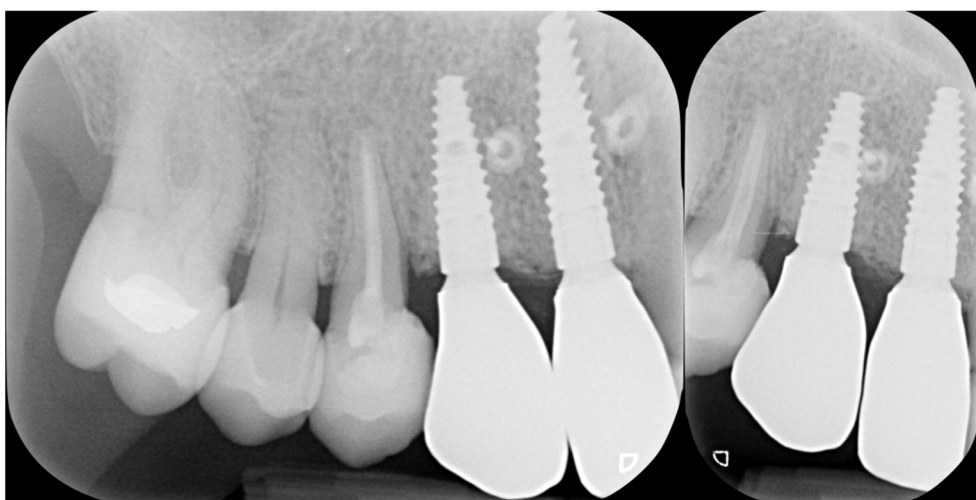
Рентгенограмма при контрольном обследовании после завершения восстановления (слева) и через 3 года после полноценной нагрузки (справа).
